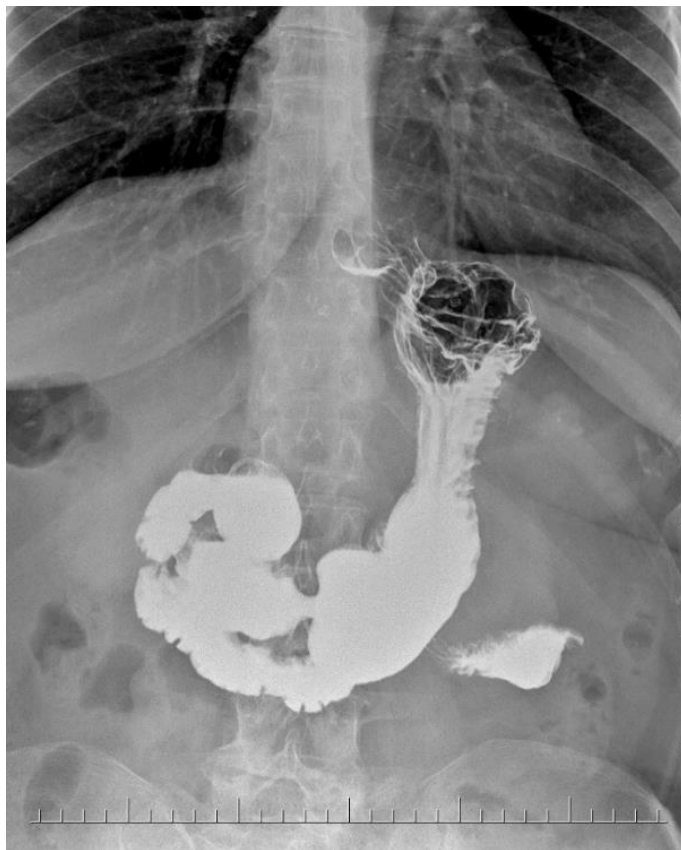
Рентгеноскопия желудка до операции МГШ + Ниссен
